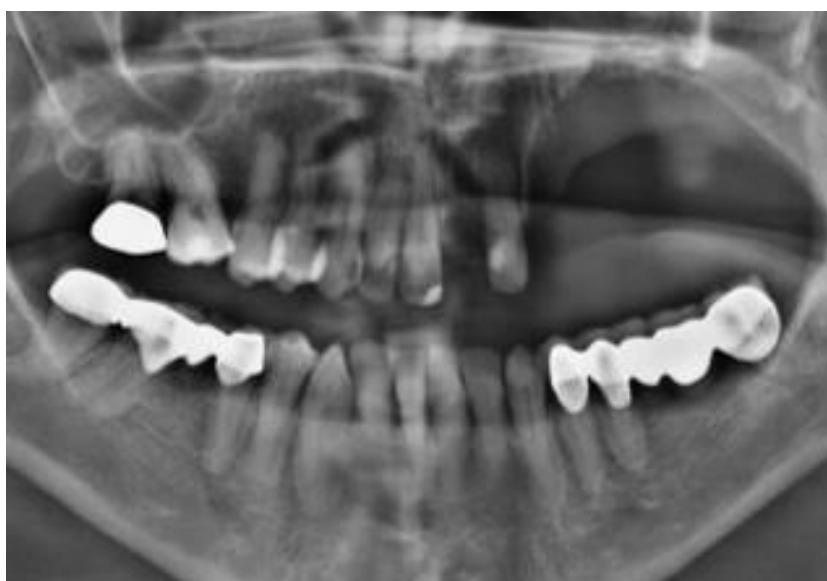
Ortopantomografia postoperatoria.
